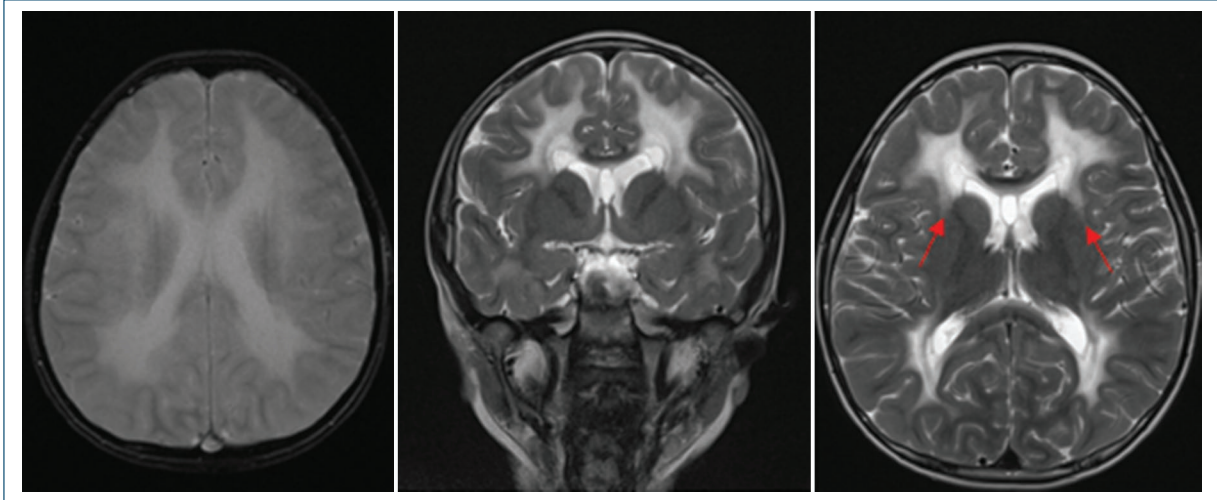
Resonancia magnética cerebral en paciente con VWM. Secuencia T2 axial que muestra hiperintensidades simétricas y confluentes en la sustancia blanca periventricular (flechas blancas), con extensión hacia fibras subcorticales y lóbulos temporales. No se observa realce con contraste. Estos hallazgos son característicos de leucoencefalopatía con desaparición de la sustancia blanca.
